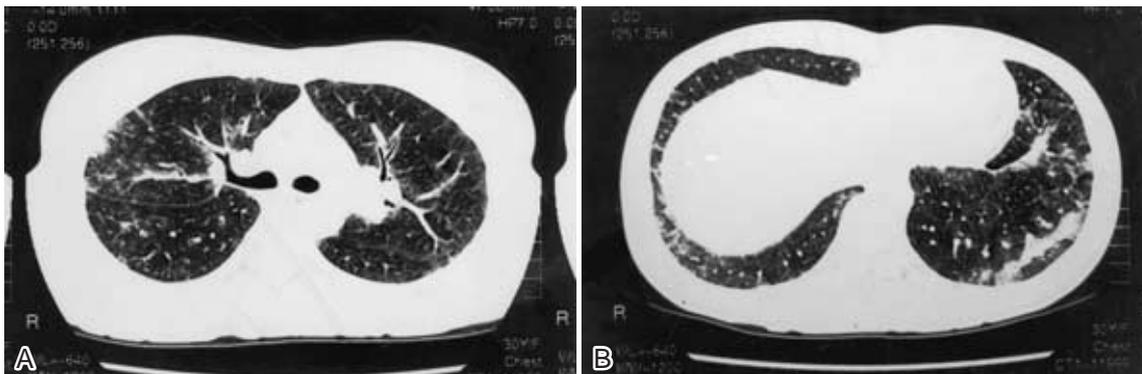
Chest CT showing diffuse interstitial infiltration with thickness of interlobular septa.
